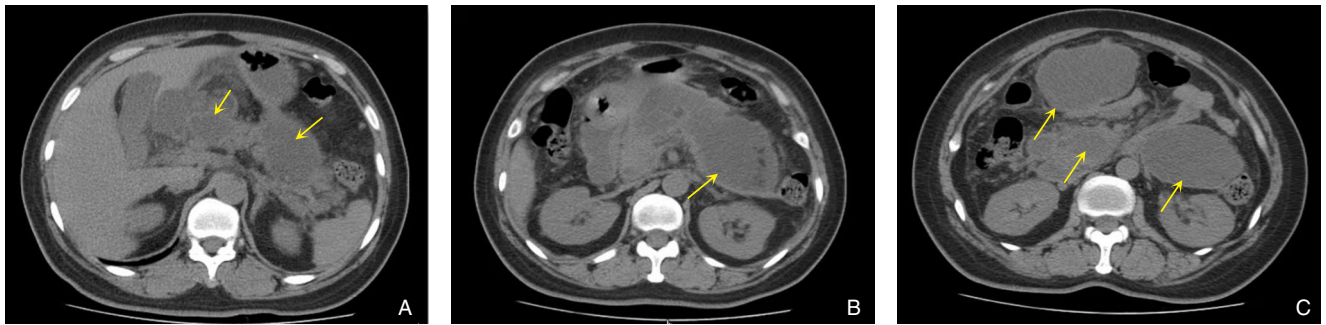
第一次入院资料 A-C: 诊断多发PPC形成(2019年11月26日CT扫描)
